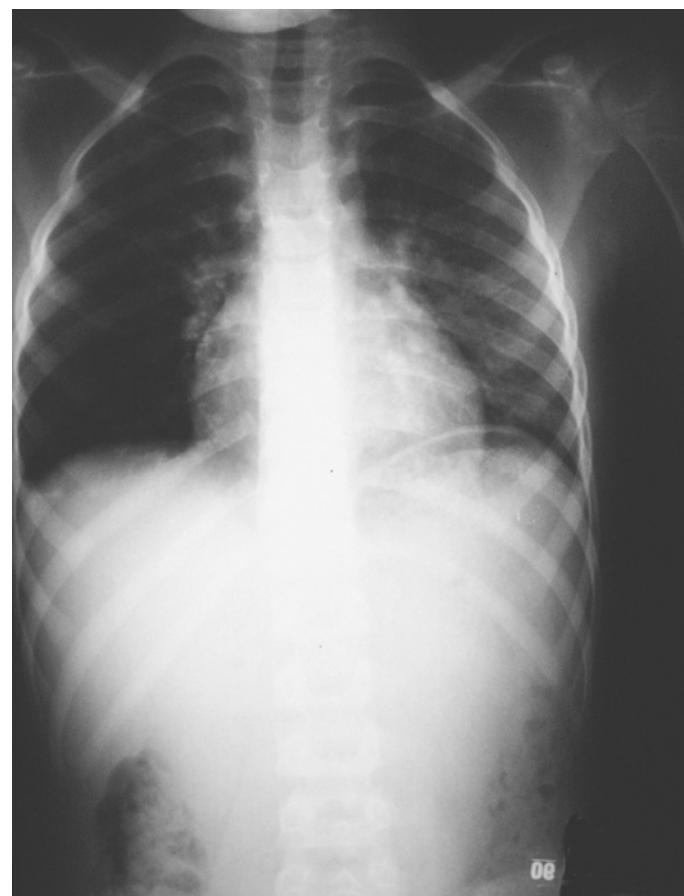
Enfant (5 ans) : radiographie thoracique un an après l'épisode respiratoire infectieux. Cliché en expiration : mise en évidence d'un trappeage aérien au lobe inférieur droit (endoscopie bronchique normale).
